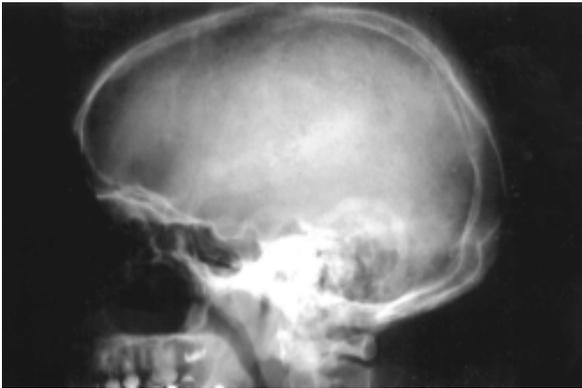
Radiografía de cráneo. Se aprecia engrosamiento del diploe.
